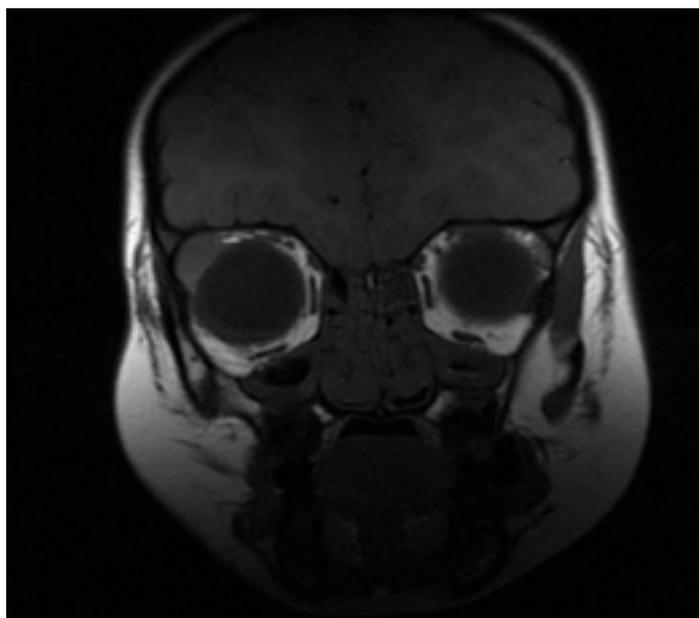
RM paciente anterior.
